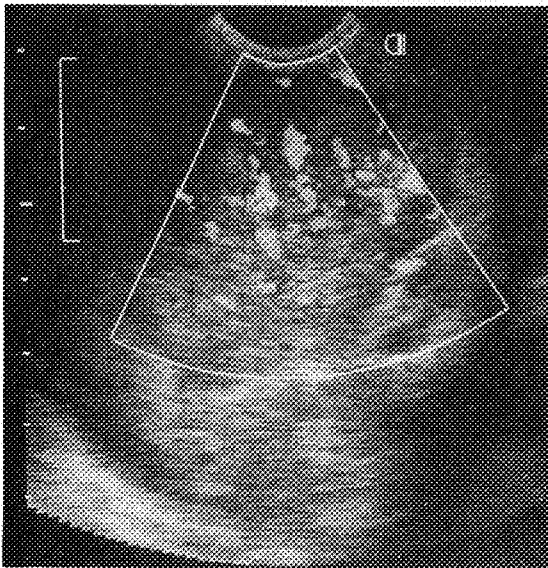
Transrectal sonogram shows a large submucosal tumor with hypervascularity.
